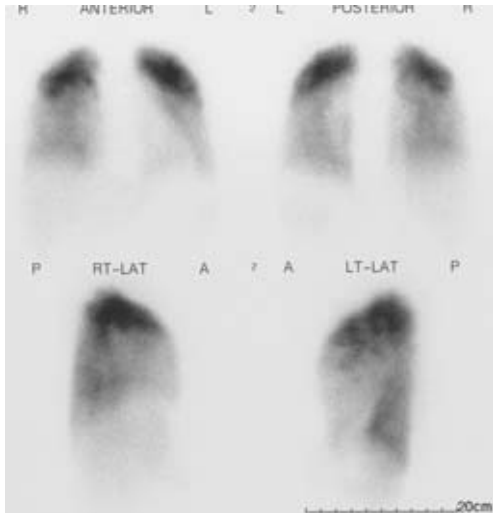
Pulmonary perfusion scintigraphy with Tc-99m-MAA shows non-segmental perfusion defects mainly in the middle and lower lung fields.
